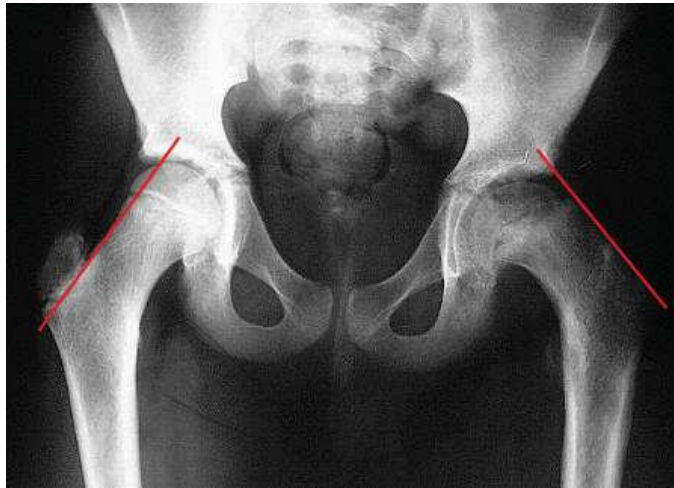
Radiographie de bassin d'un sujet présentant une épiphysiolyse fémorale supérieure gauche. La ligne de Klein est pathologique à gauche puisqu'elle ne croise pas le noyau épiphysaire contrairement au côté contro-latéral.
